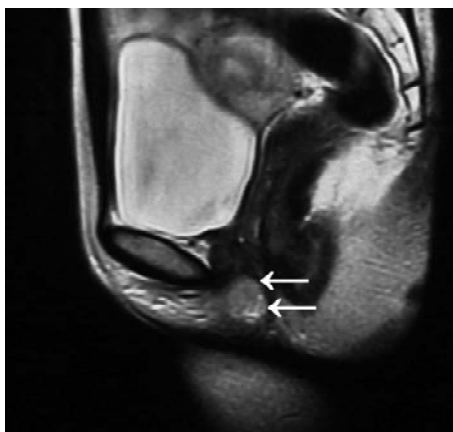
T2 weighted MRI shows a recurrent tumor of high signal intensity (The tumor was of low signal intensity on T1-weighted images).
